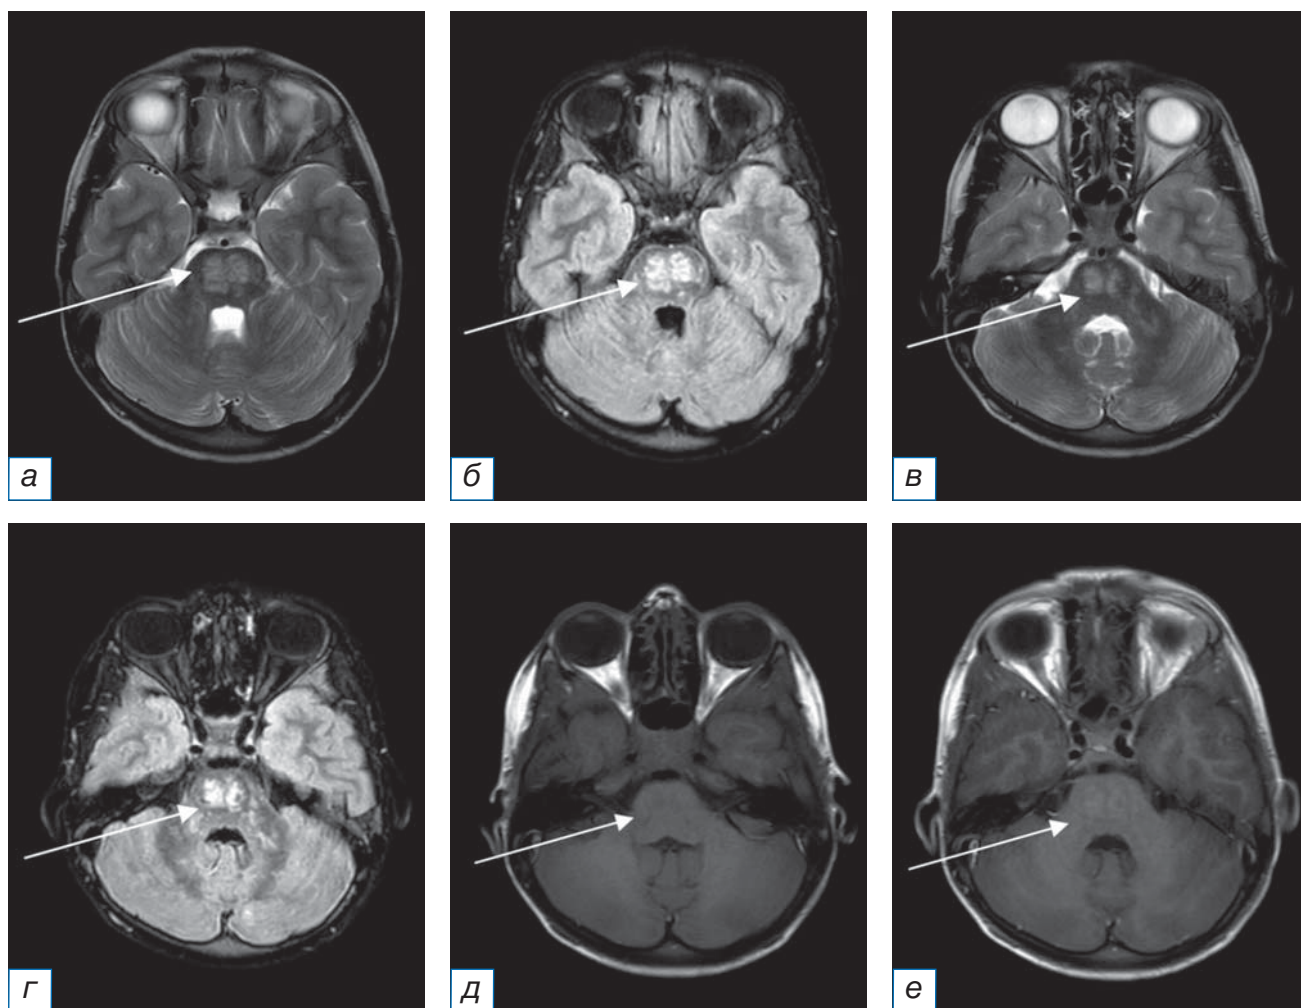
Повторное, после 5 дней пульс-терапии, МРТ головного мозга в аксиальной плоскости с внутривенным контрастным усилением от 16.08.2021 (*а, в* — режим Т2-ВИ; *б, г* — режим FLAIR; *д, е* — режим Т1-ВИ до и после введения контрастного вещества соответственно): по сравнению с данными МРТ от 12.03.2020 сохраняются мелкие очаги измененного МР-сигнала прежней локализации, структуры и размеров (стрелки). На фоне контрастного усиления должествующего накопления контрастного вещества не визуализируется, вероятно, вследствие кратковременного курса пульс-терапии (стрелки).
